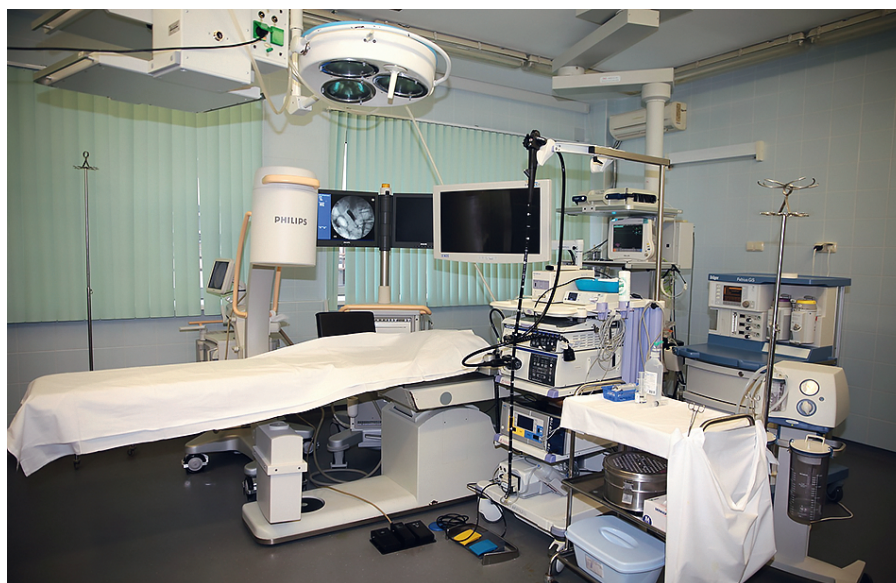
Пример рентгеноэндоскопической операционной
